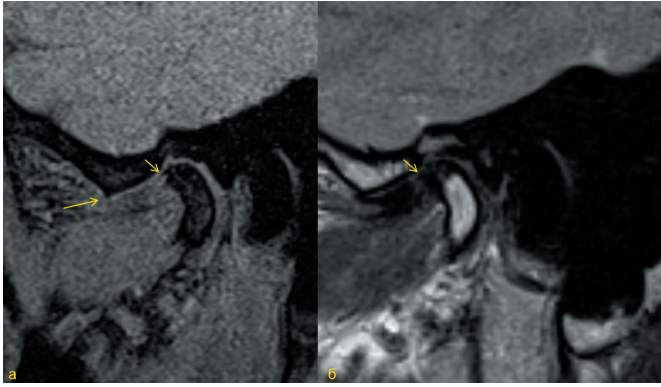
МРТ ВНЧС. 3D VIBE (а) и PD (б) в сагиттальной плоскости. Остеофиты передней суставной поверхности головки мыщелкового отростка нижней челюсти и вершины суставного бугорка височной кости (стрелки)
